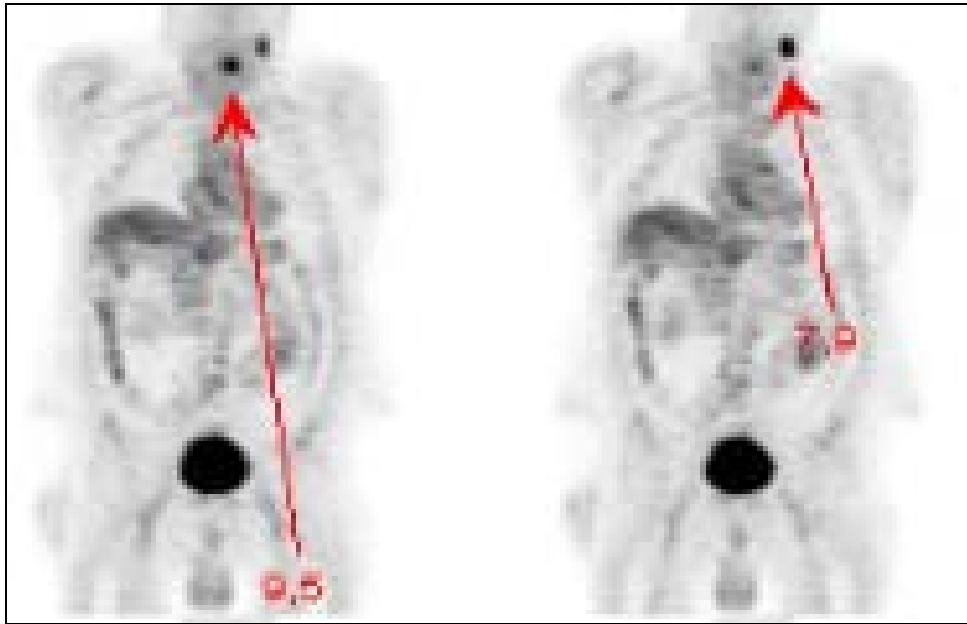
PET-Bilder eines T3-Hypopharynxkarzinoms links mit einer zervikalen Metastase links
